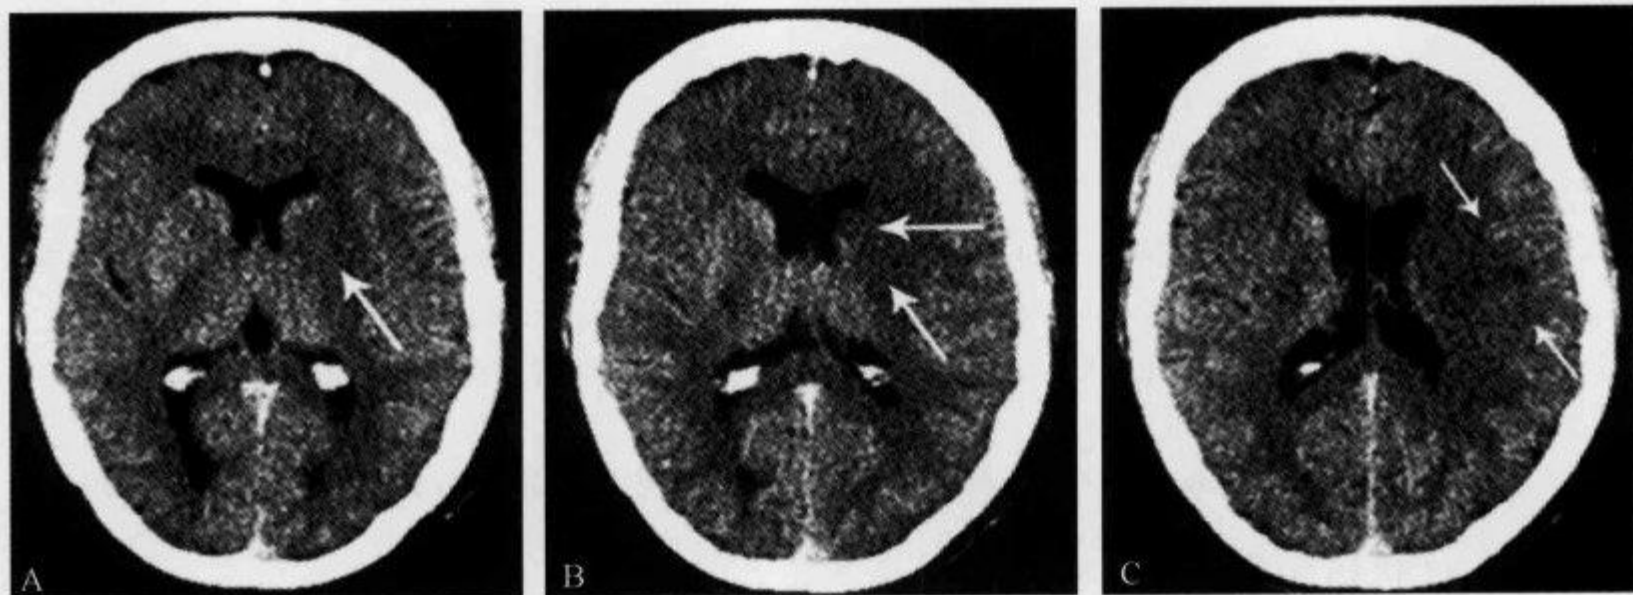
颅脑 CT 平扫示“豆状核模糊征”
